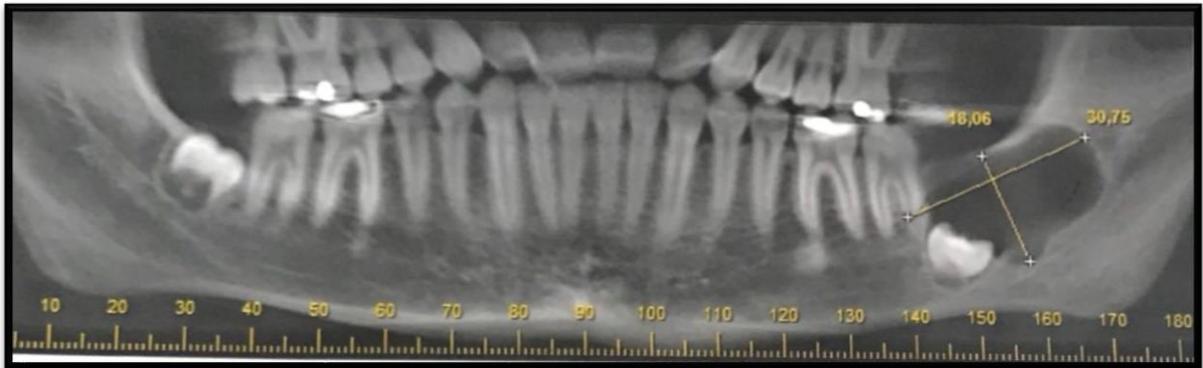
Tomografia computadorizada imagem coronal-panorâmica. Dimensões da lesão: 30,75mm X 18,06mm X 12,31mm.
